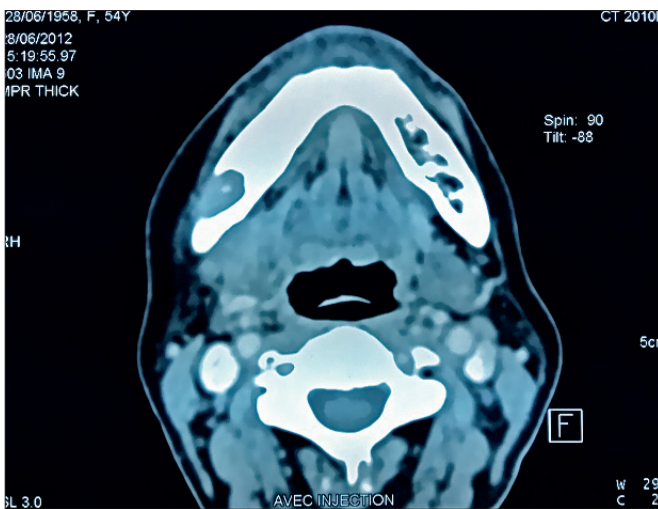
CT-scan avec injection de produit de contraste (coupe axiale) montrant un processus lésionnel envahissant la branche horizontale droite.
